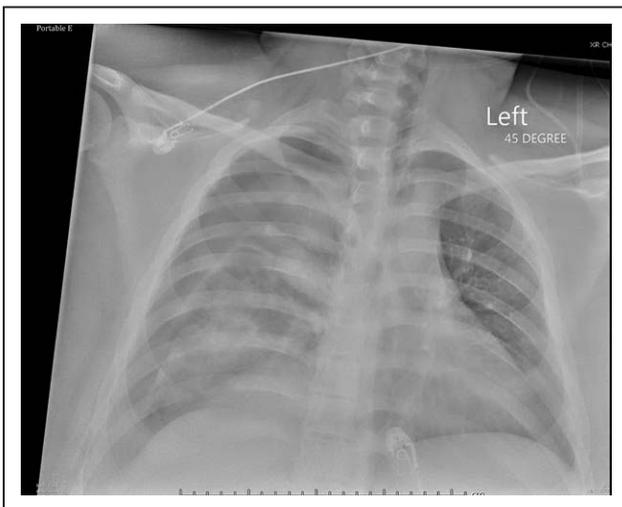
Portable chest x-ray showing large right-sided pneumothorax with right lung collapse and leftward deviation of mediastinal structures (note the tracheal deviation to the left side).
